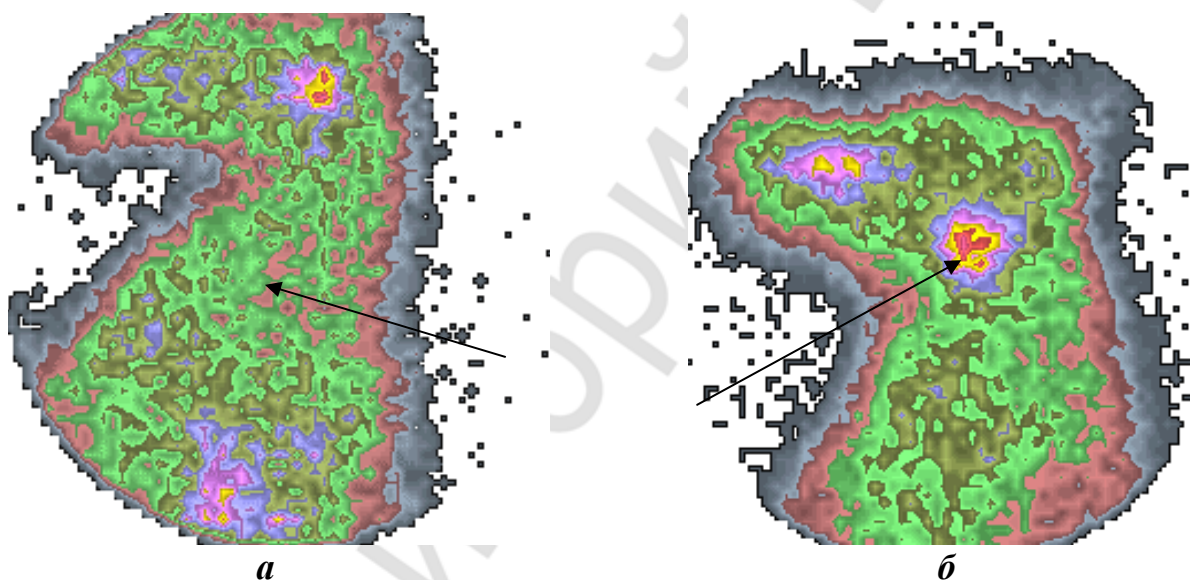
Сцинтиграммы с Tc^{99m} в γ -камере Dyna Camera Series 5:
